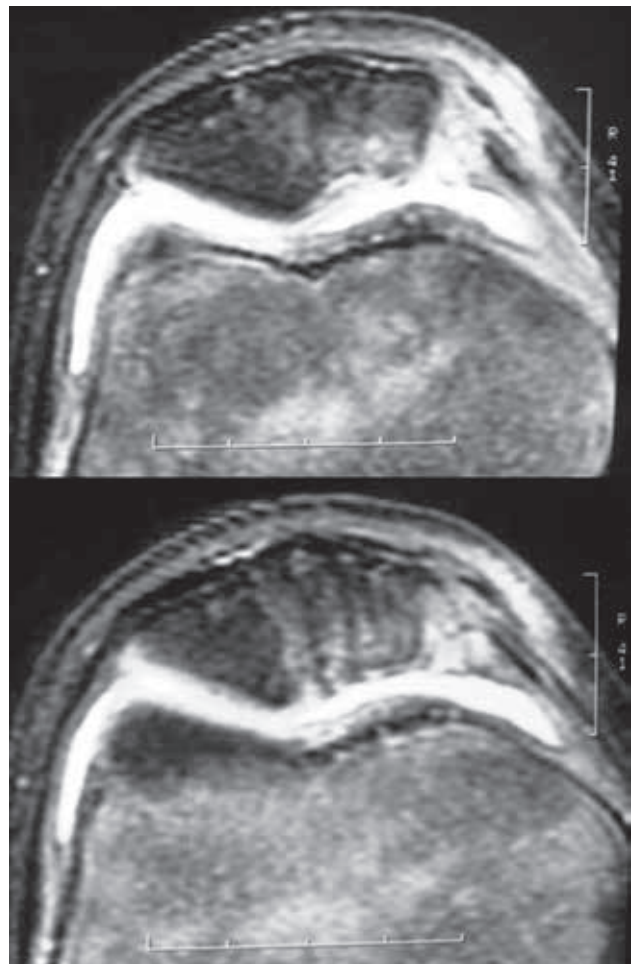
Control RMN 2 meses postoperatorio.
